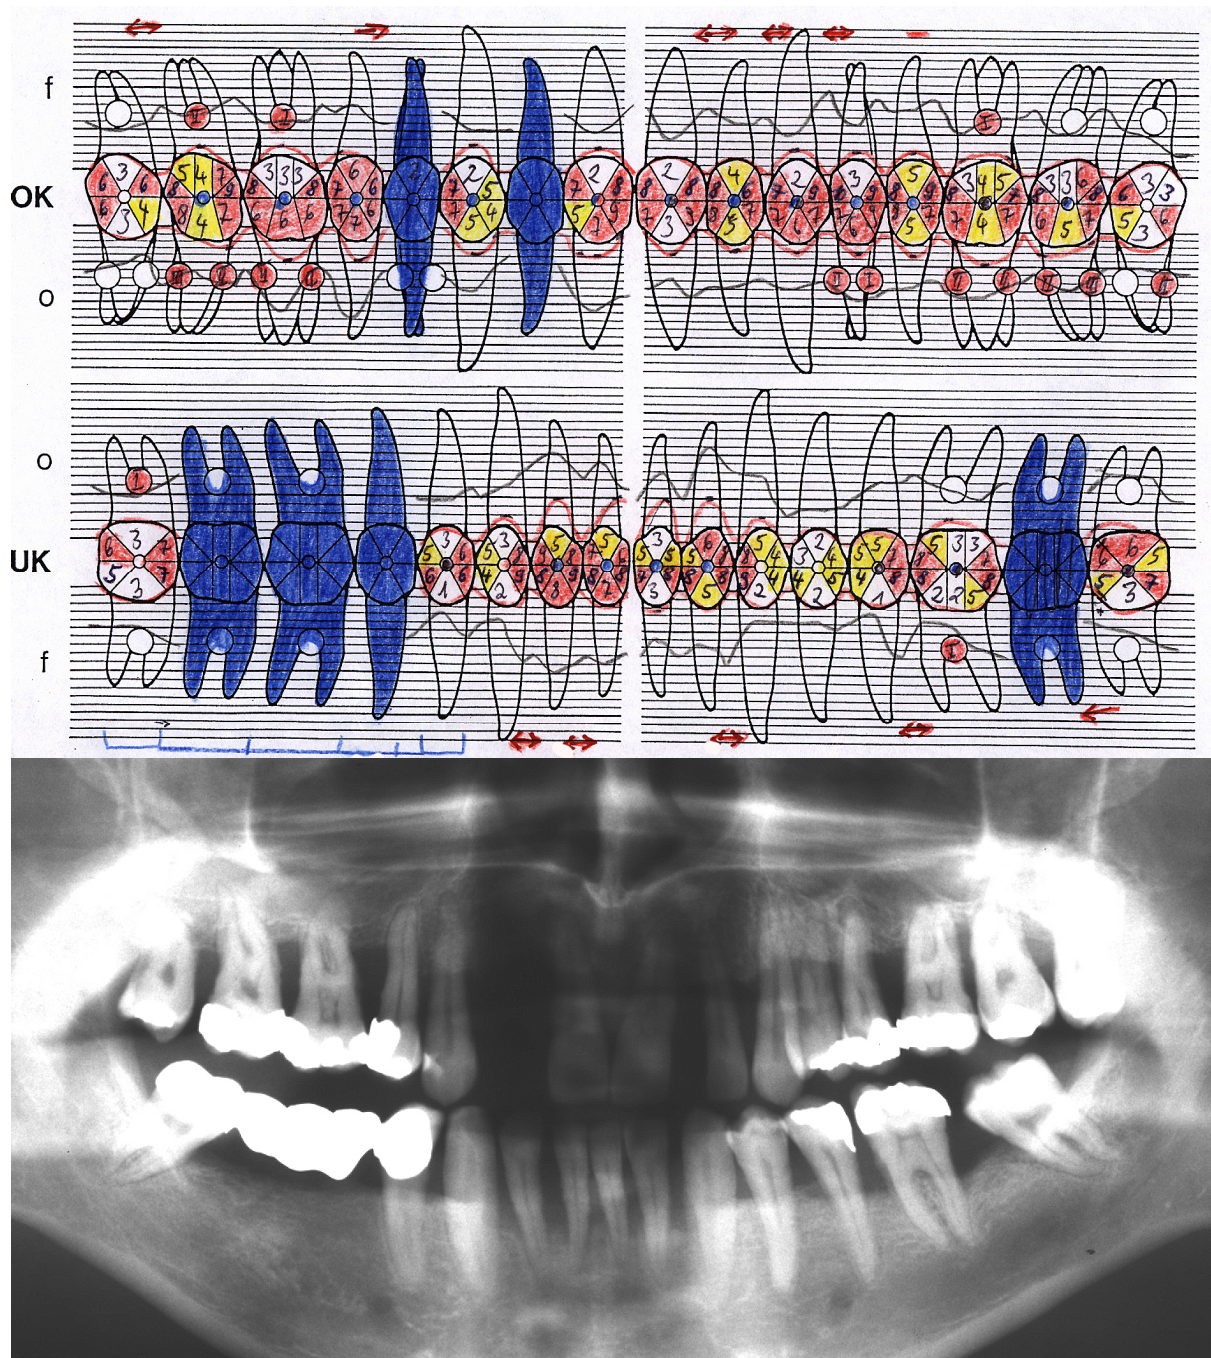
Fallbeispiel eines 31-jährigen RPP-Patienten aus der Studie (Status der Sondierungstiefen und Röntgenstatus)
